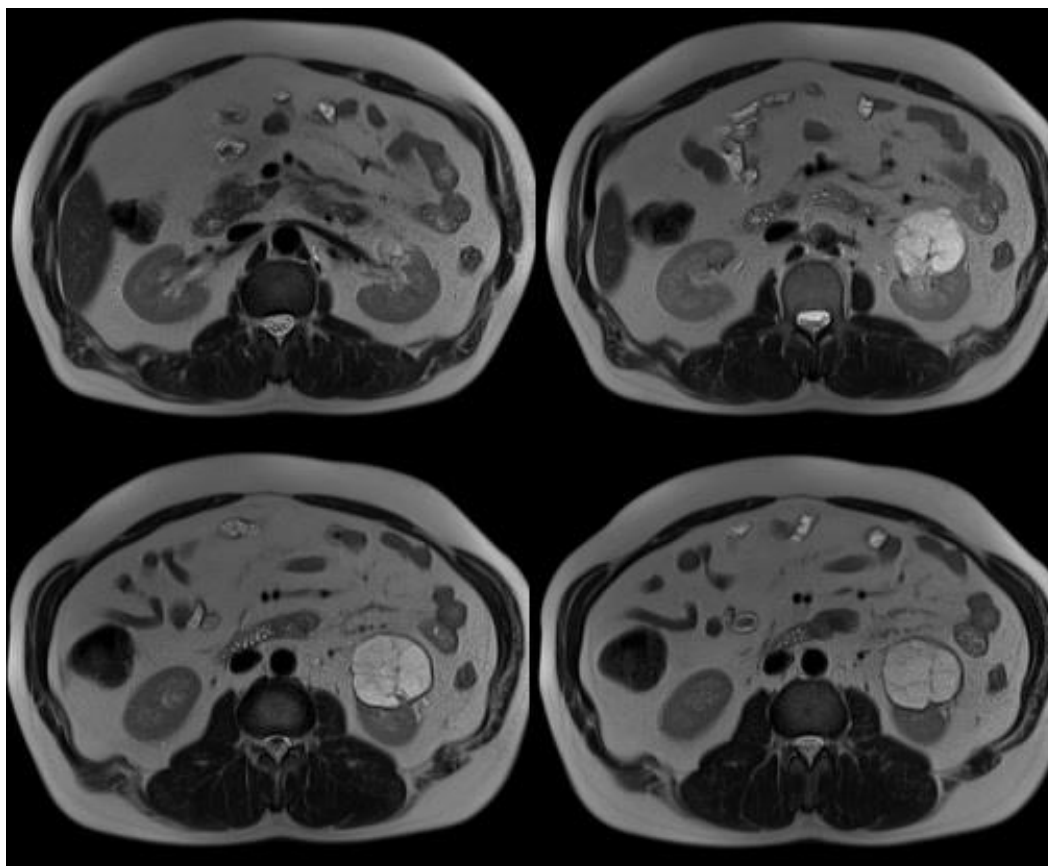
Пациент *Н.* Аксиальные сканы магнитно-резонансной томографии перед операцией (описание в тексте)
